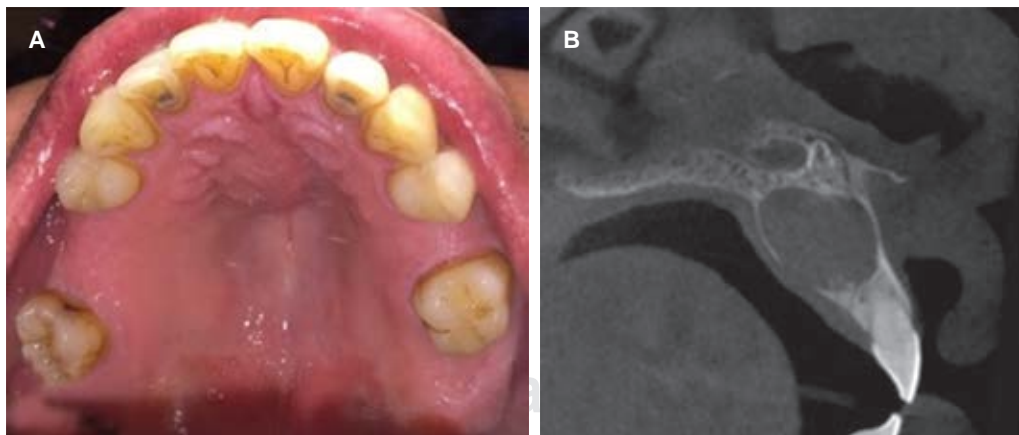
A) Imagen intraoral clínica de lesión a nivel de paladar duro. Se observa tumoración redondeada, no ulcerada y mucosa de coloración normal en la parte anterior del maxilar relacionada con los incisivos anterosuperiores. B) Examen imagenológico CBCT corte sagital; se observa lesión quística que genera expansión de corticales vestibular y palatina, asociada a mesiodens invertido, proyectado en cavidad nasal.
